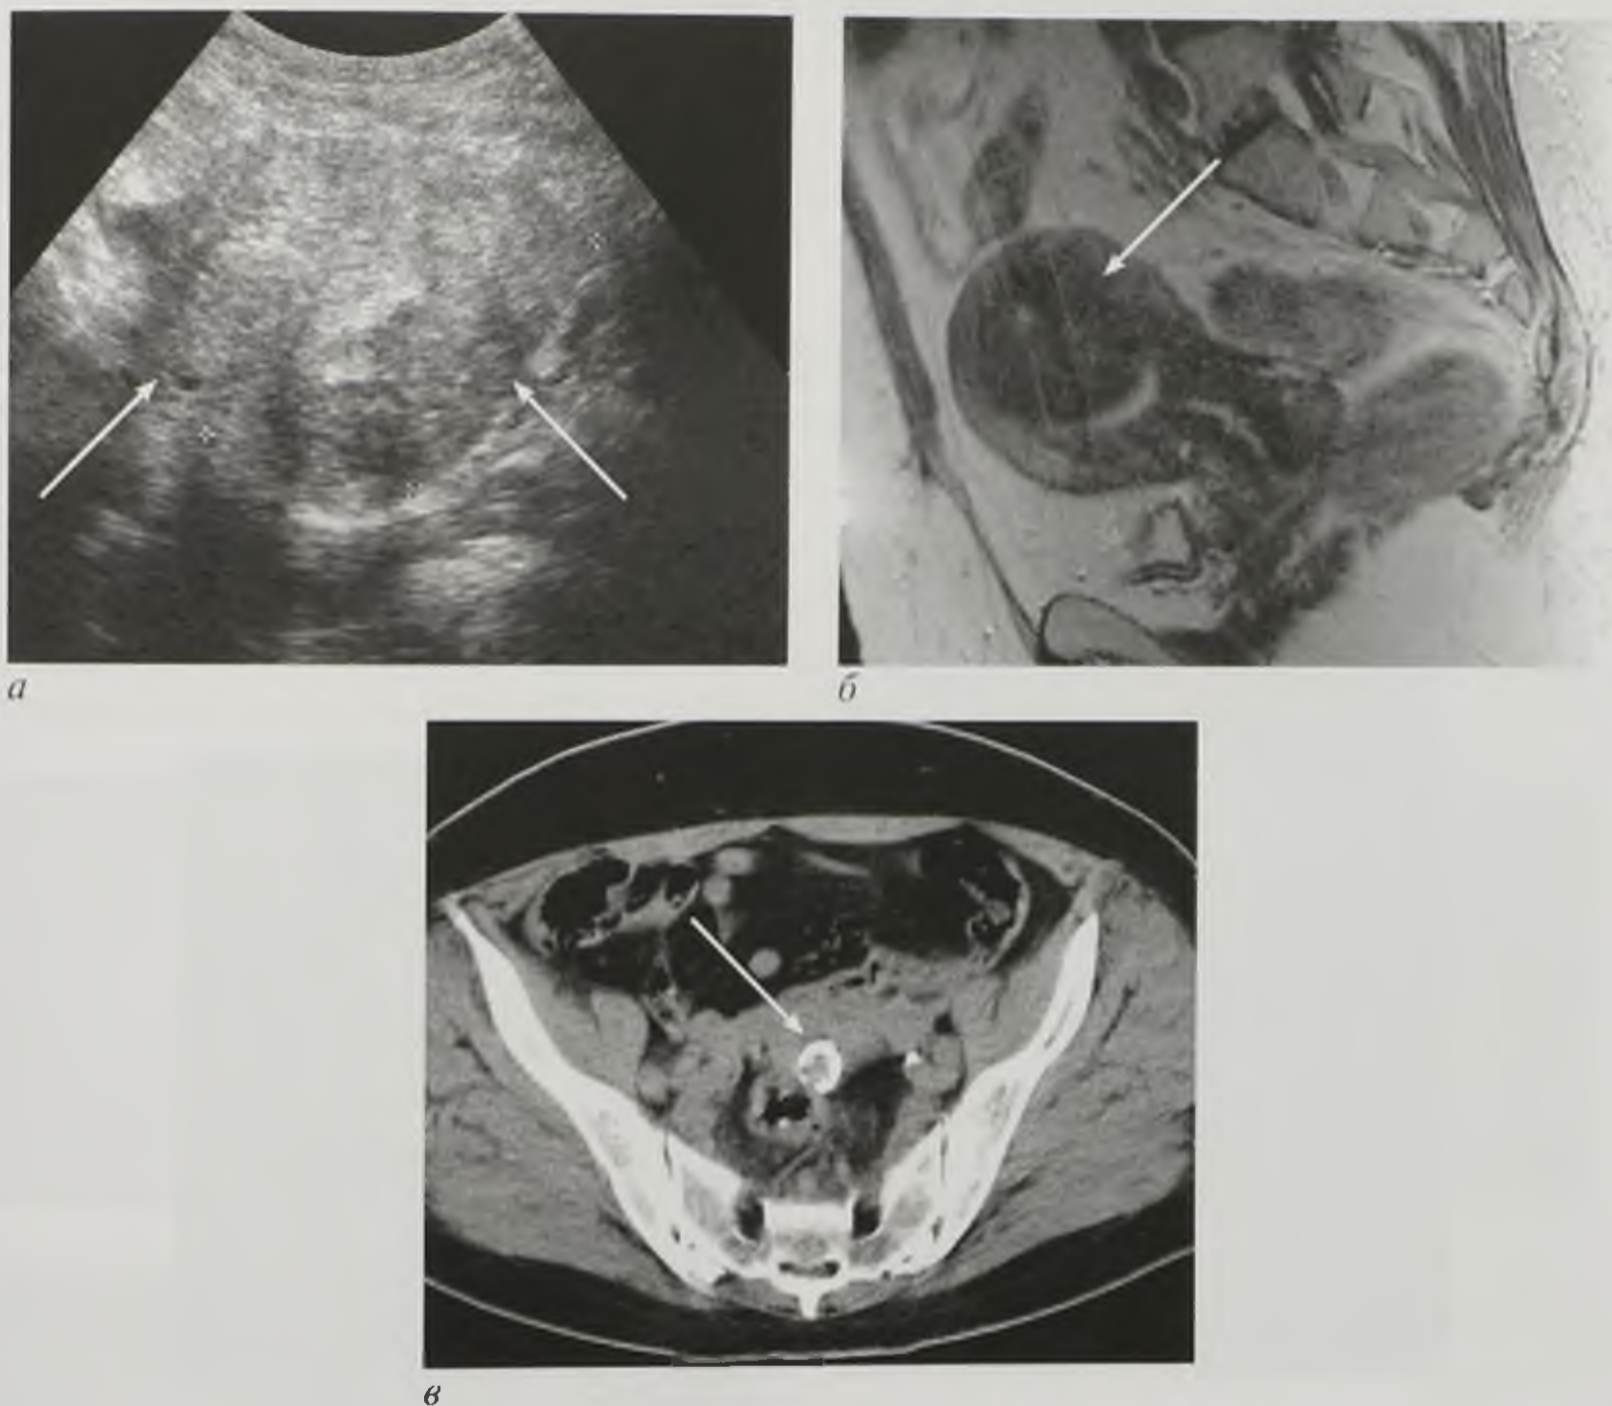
Миома матки (стрелками указаны миоматозные узлы): *а* — эхограмма; *б* — магнитно-резонансная томограмма, T2-взвешенное изображение в сагиттальной плоскости; *в* — компьютерная томограмма в аксиальной плоскости
